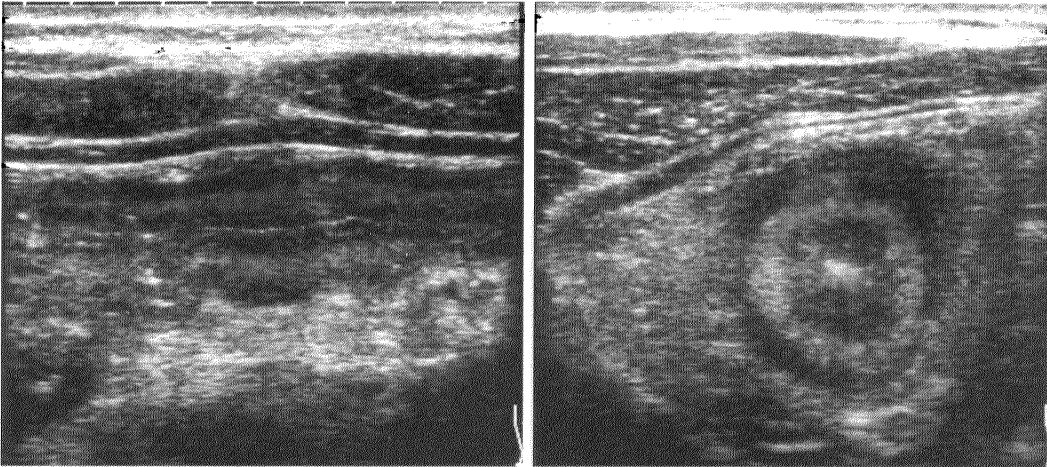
Ultrasonographic appearances of Crohn's disease before treatment. Marked wall thickening of the cecum was observed.
